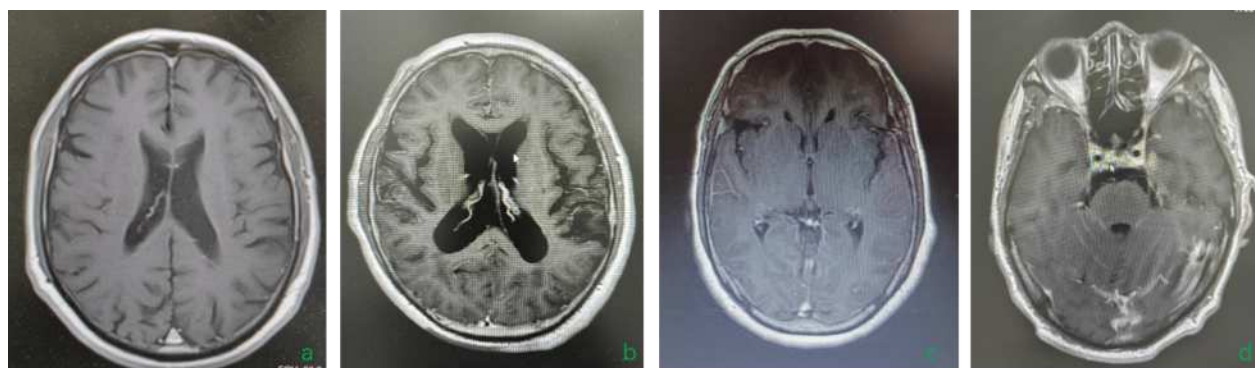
a 男性, 57岁, 头痛两周, 间断性抽搐5天, 右肺中分化腺癌, 周围淋巴结多发转移, 远处转移情况不明, 头颅MRI示脑实质未见明显异常。b 女性, 55岁, 头痛伴体重下降3月, 无肿瘤病史, 入院确诊左腺癌, 软脑膜转移瘤, 双肺多发转移, 纵膈多发淋巴结转移, 左侧第五肋骨转移瘤, 头颅增强MRI示双侧颞顶枕叶软脑膜异常强化灶。c 男性, 70岁, 吸烟30余年, 头晕伴定向不能20余天, 右上肺腺癌, 头颅增强MRI示脑膜异常强化。d 女性, 62岁, 无明显诱因下出现咳嗽, 右肺腺癌, 淋巴结转移, 骨转移, 脑膜转移, 头颅增强MRI示脑膜异常强化。
